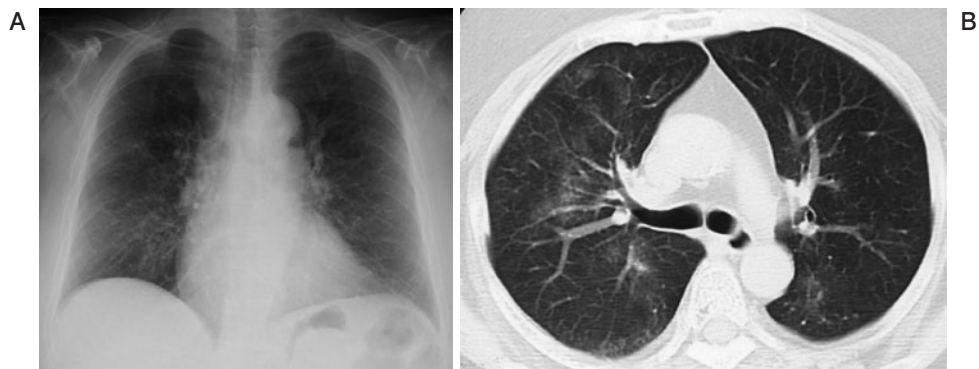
Chest X-ray film (A) and chest CT scan (B) on admission, showing diffuse ground-glass opacity in both lung fields.
